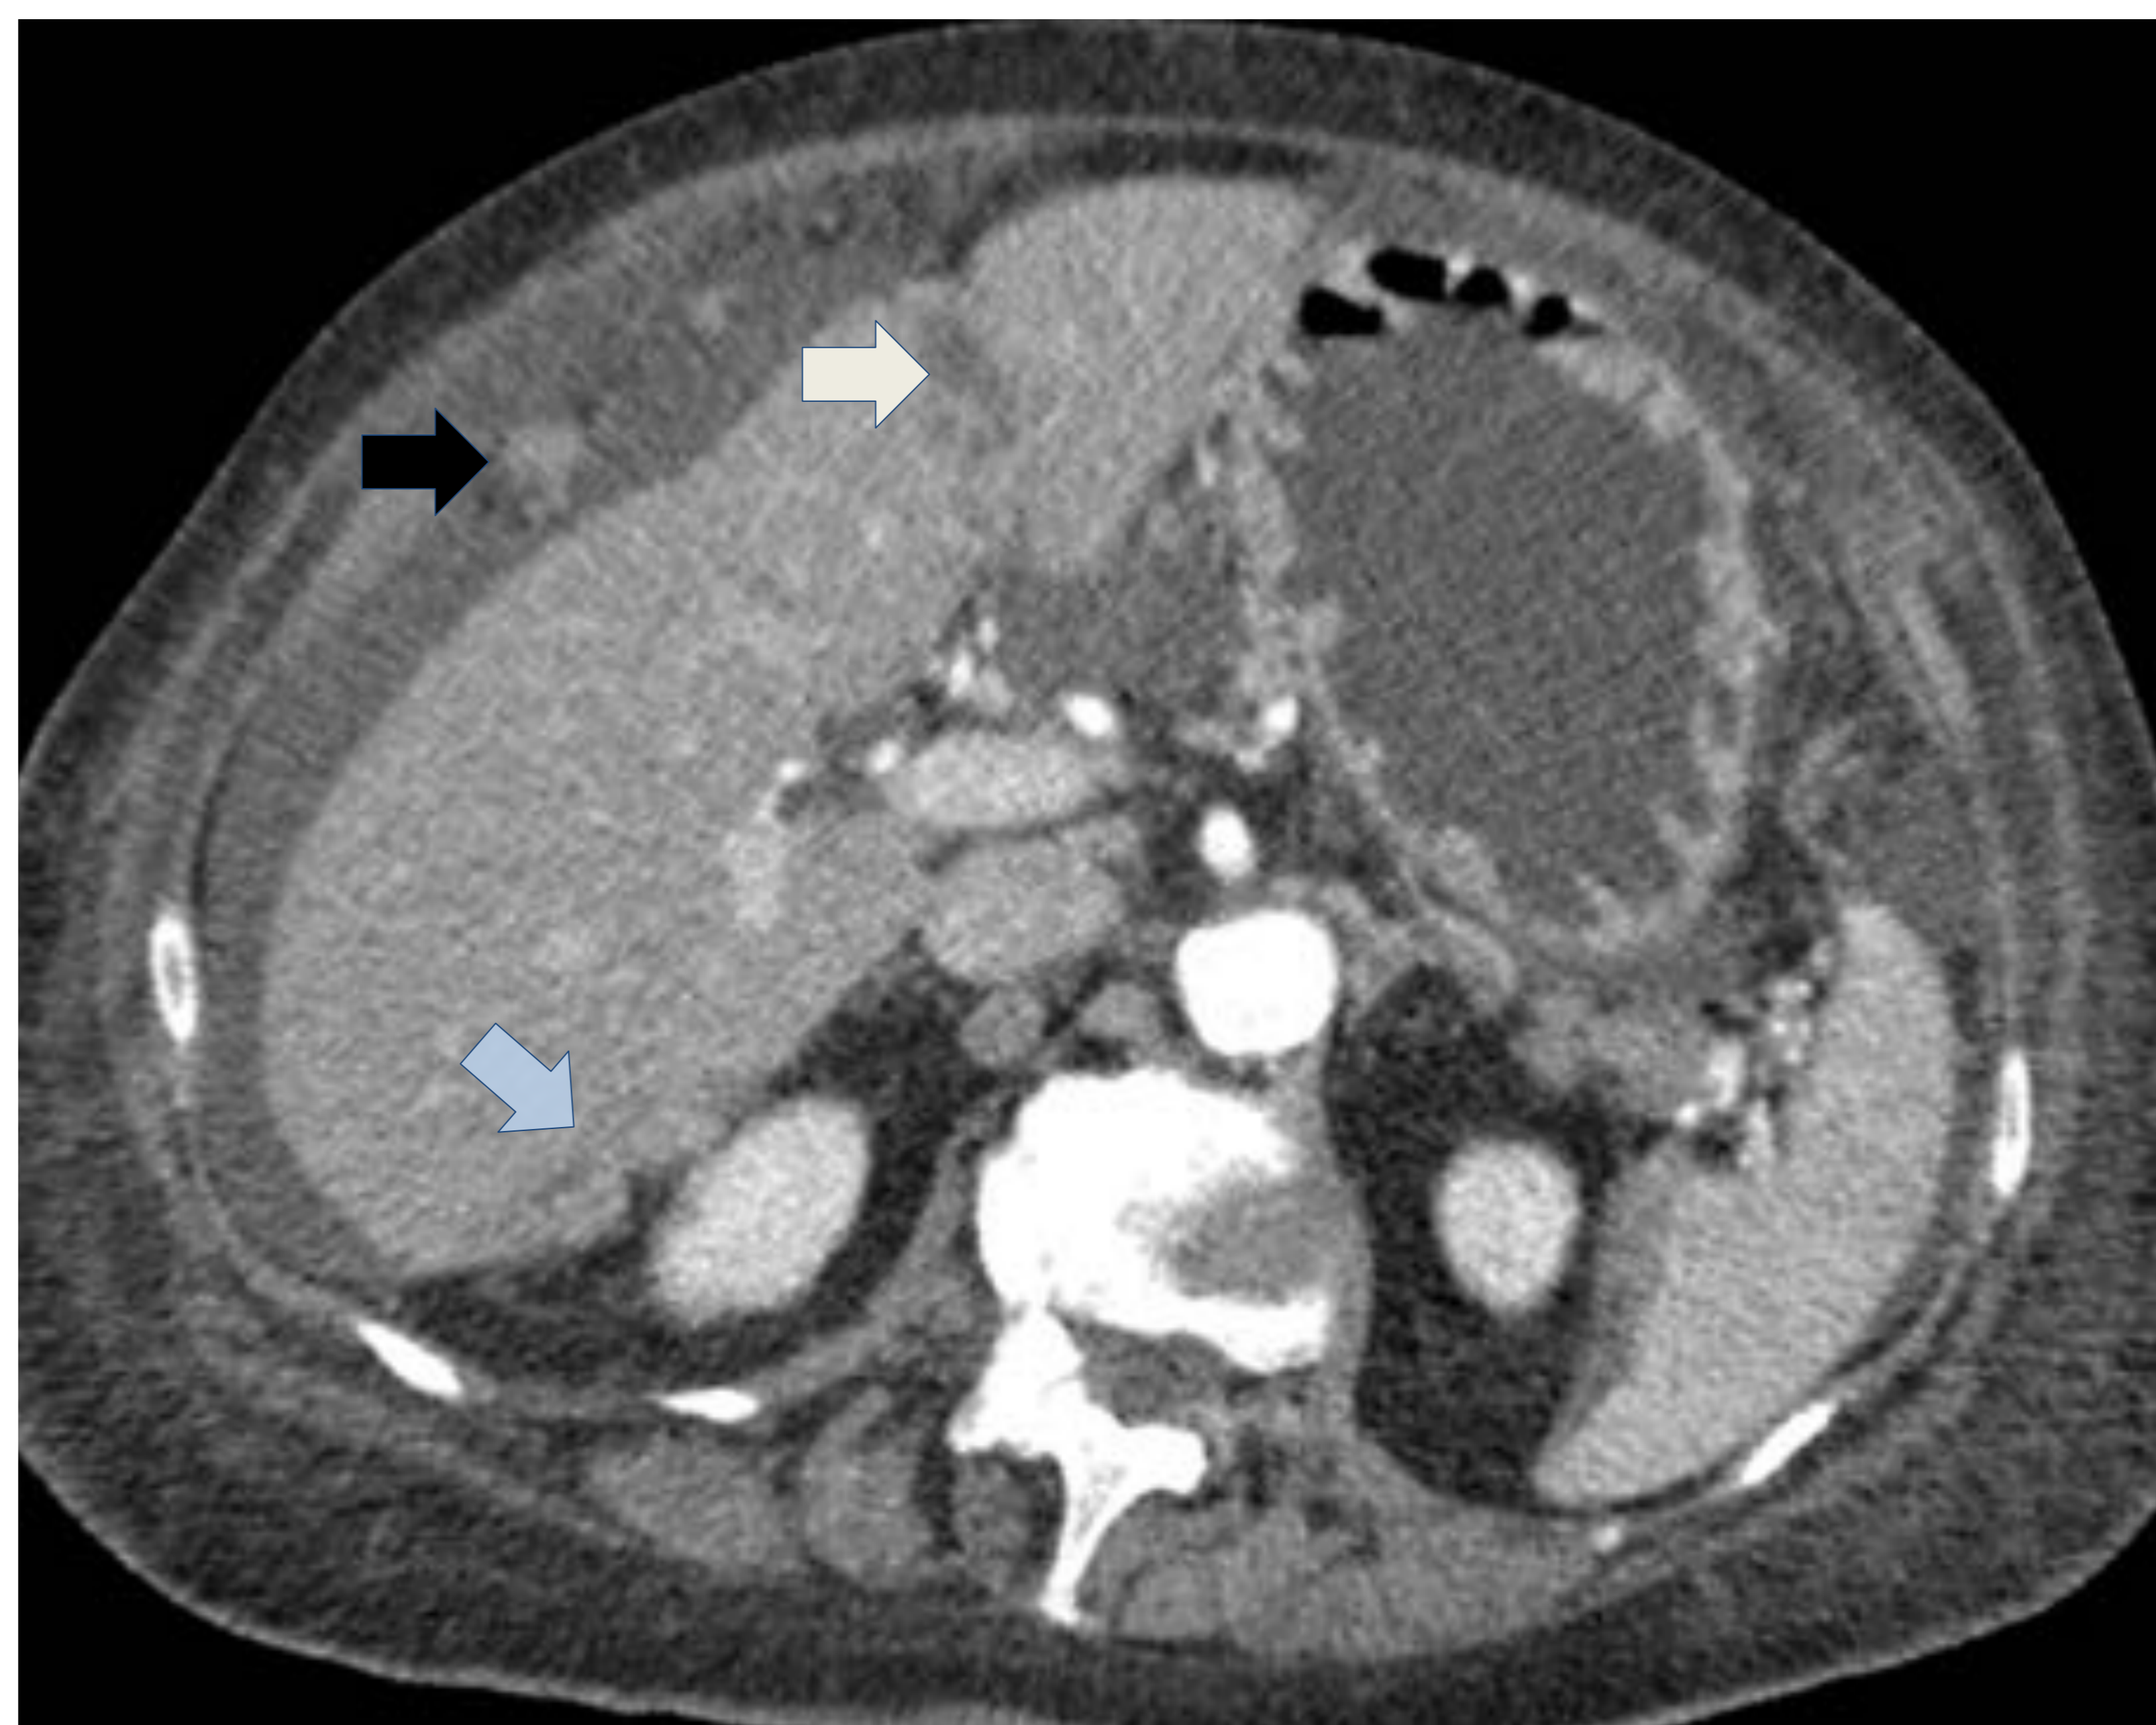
Imagen axial de TC, obtenida en una mujer de 62 años con cáncer de ovario metastásico, muestra una lesión (flecha azul) a nivel del espacio de Morrison que invade la superficie del hígado y otra (flecha blanca) que parece estar en el hígado pero en realidad está en el ligamento falciforme.
